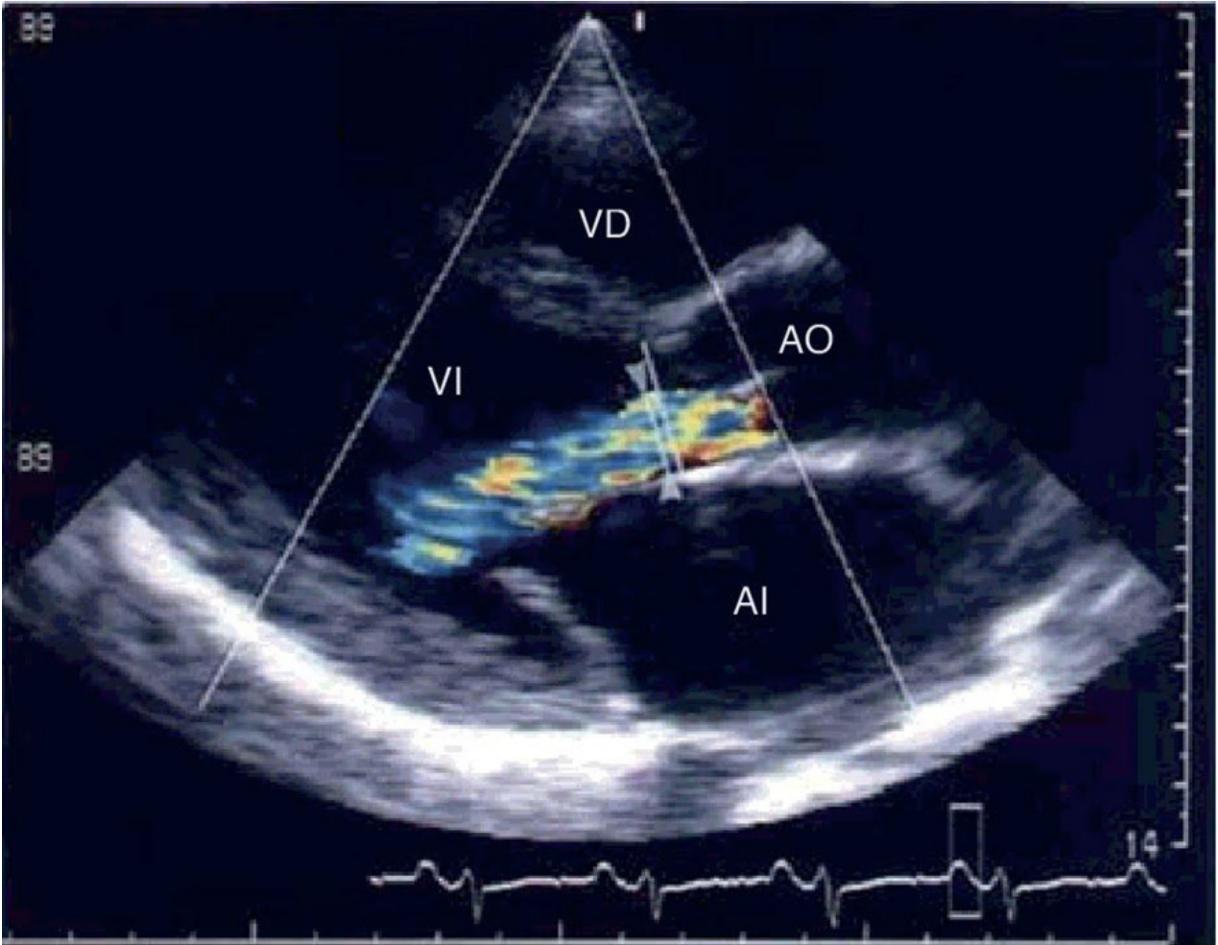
Eje largo parasternal izquierdo, insuficiencia aórtica Doppler color.
